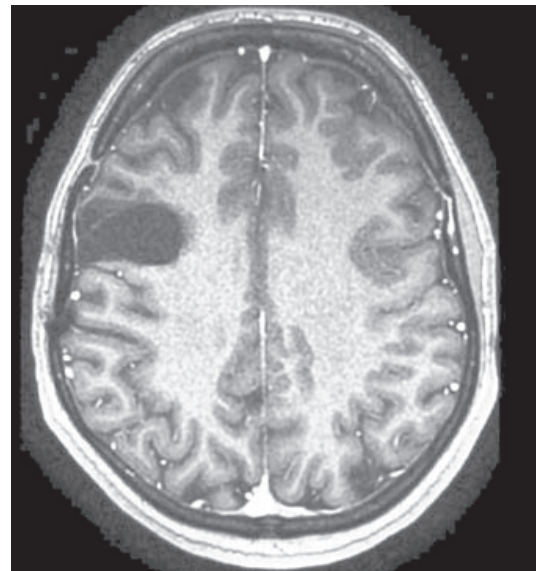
/1. Preoperativni CT pregled glave sa i.v. kontrastom; 2. Preoperativni nativni CT pregled glave; 3. Preoperativni MR T1W pregled glave sa i.v. kontrastom; 4. SWI sekvenca MR pregleda glave preoperativno; 5. T2W sekvenca MR pregleda glave preoperativno; 6. Kontrolni CT pregled glave prvog postoperativnog dana.
